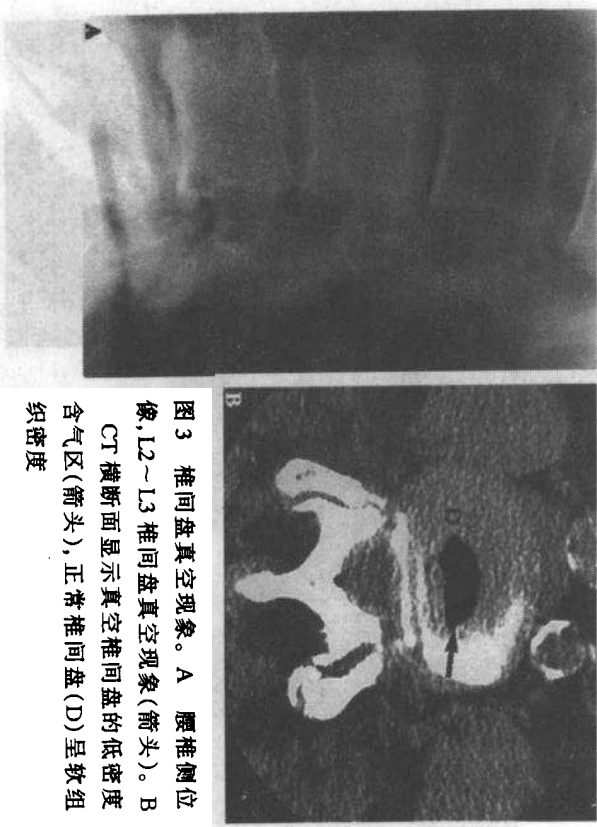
椎间盘真空现象。A 腰椎侧位像, L2~L3 椎间盘真空现象(箭头)。B CT 横断面显示真空椎间盘的低密度含气区(箭头),正常椎间盘(D)呈软组织密度
